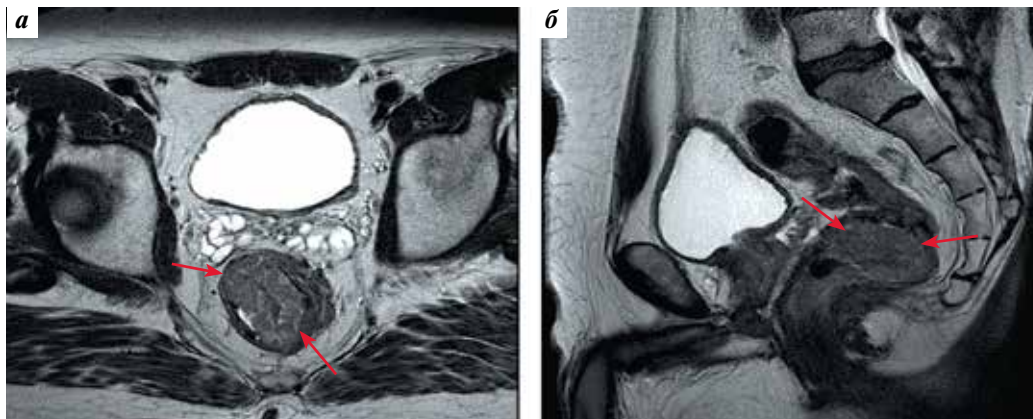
Магнитно-резонансная томография органов малого таза. Стрелками указано образование, локализирующееся в верхнеампулярном отделе прямой кишки. Здесь и на рис. 2–4: а – аксиальная плоскость; б – сагиттальная плоскость
